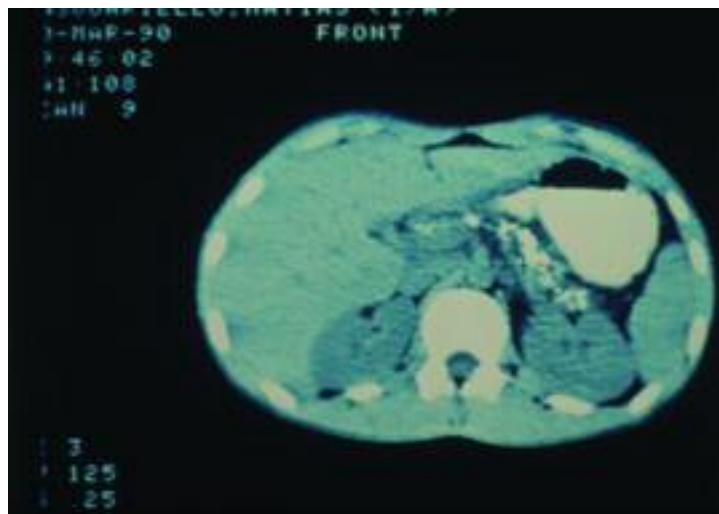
Tomografía computada. Aumento del tamaño pancreático con imágenes cálcicas litiásicas.
